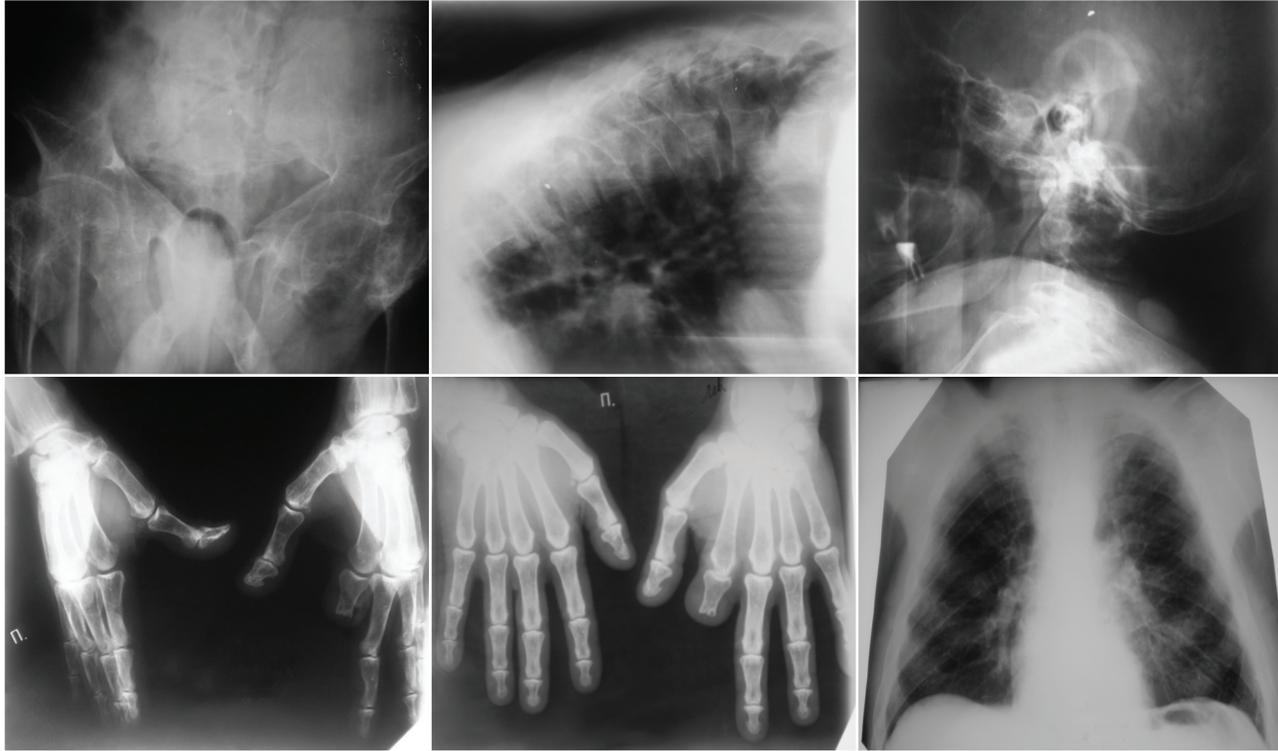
Рентгенограммы пациента
